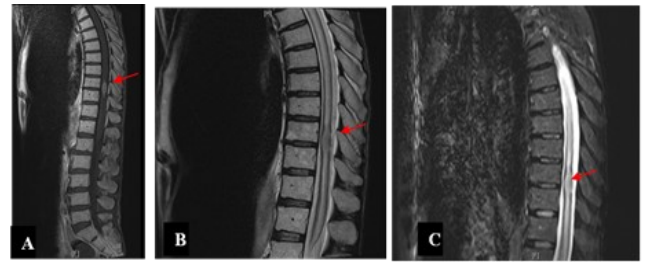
IRM thoracique coupes sagittales, tumeur intramédullaire thoracique
